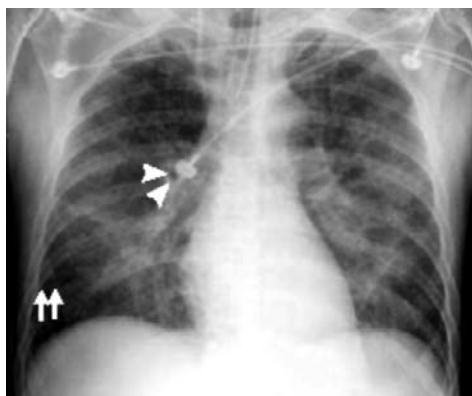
Рентгенологическая картина отека легких
